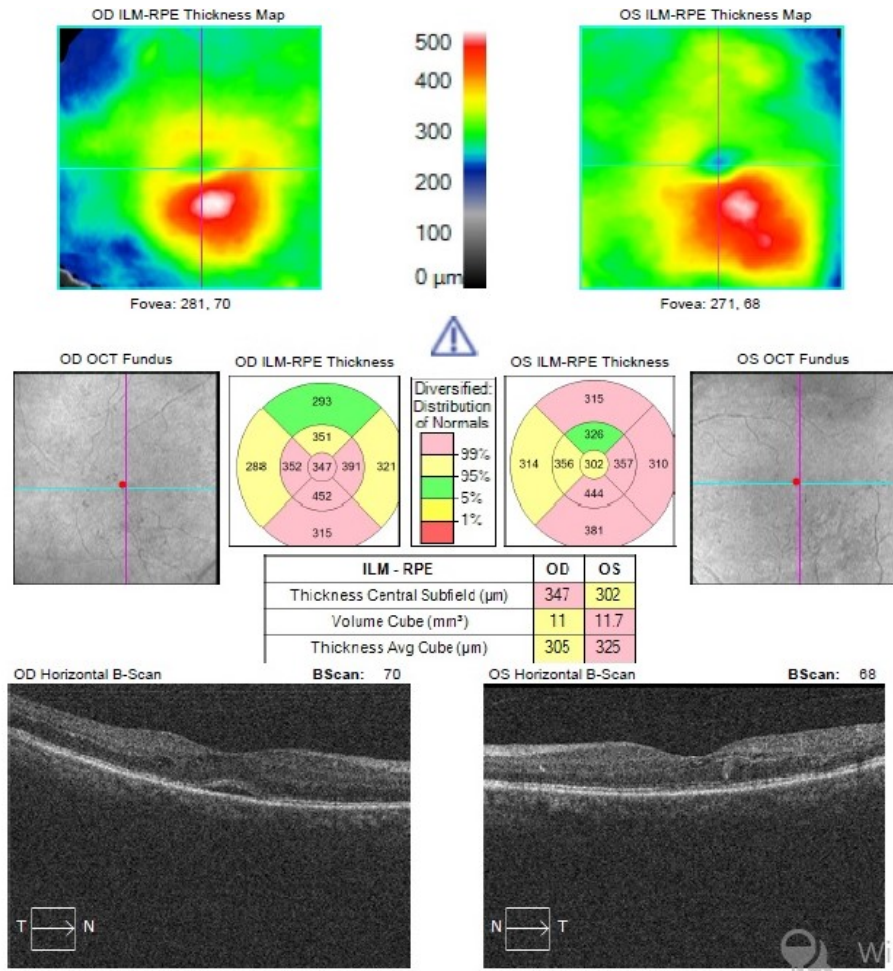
Optic coherence tomography reveals improvement in macular edema after COVID-19 treatment
